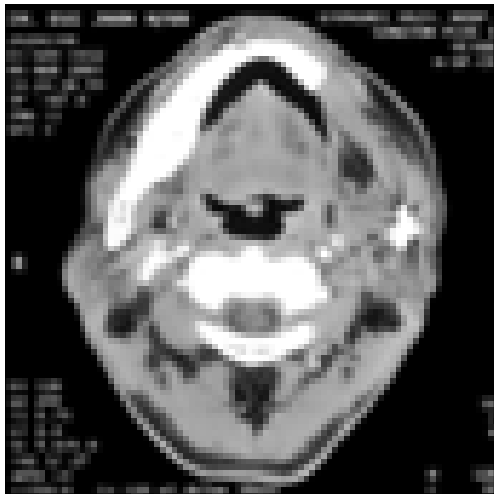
Follow-up CT scan showing removed state of Lt. Mn. bony destruction and soft tissue lesion and no definitive enlarged lymph node
